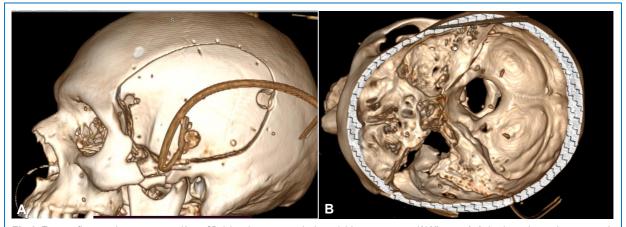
Tomografía craneal con reconstrucción en 3D del paciente con meningioma del ápex petroso en: (A) Vista sagital, donde se observa la craneotomía realizada con extensión al cigoma y drilado de ala de esfenoides. (B) Vista axial, que muestra la extensión basal de la craneotomía, que alcanza a la base de cráneo para mayor exposición del área operatoria.
